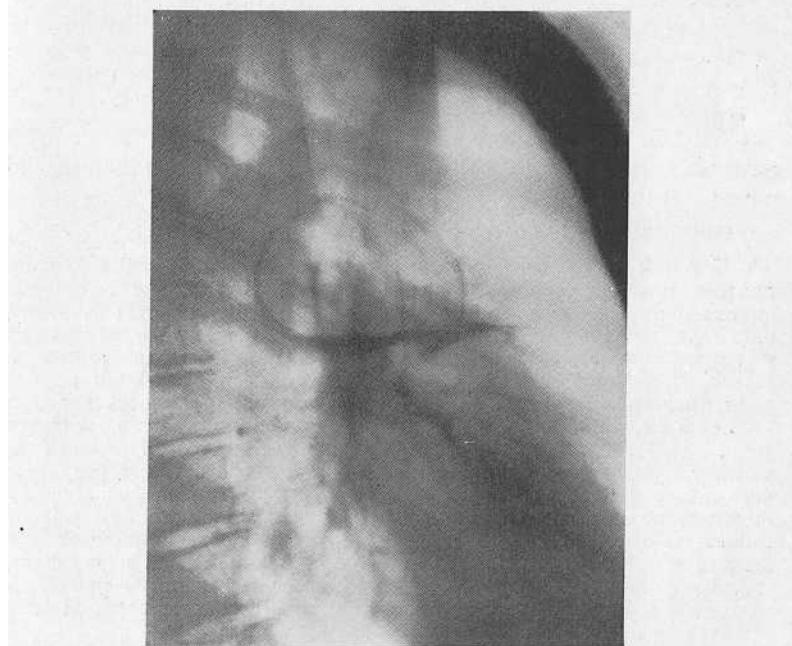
Боковая рентгенограмма того же больного. Киста верхней доли правого легкого.
